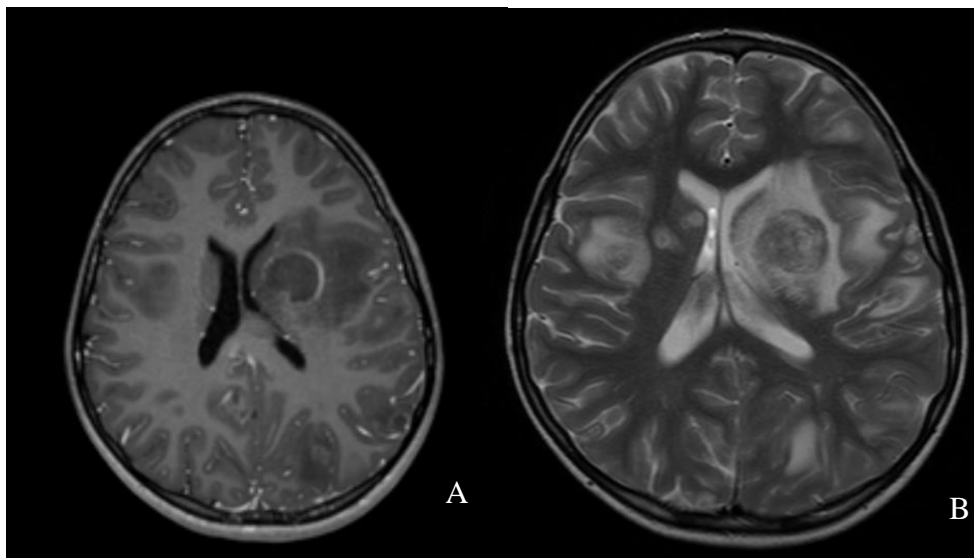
RM CE à entrada, com lesão principal e edema perilesional A) em ponderação T1; B) em ponderação T2
